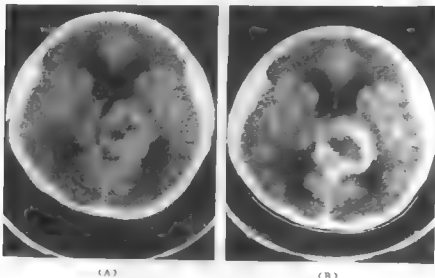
女13岁,丘脑多形性胶质母细胞瘤CT扫描
